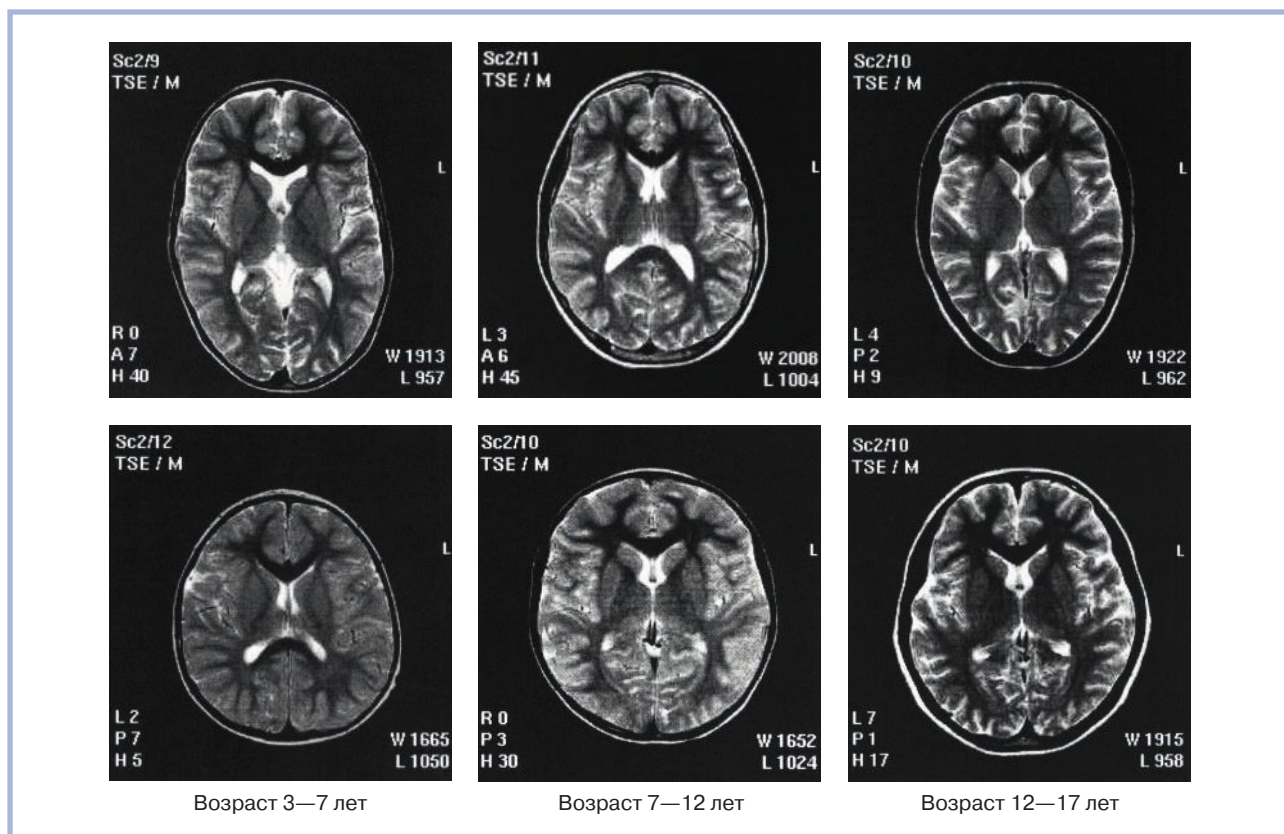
Крайние формы головного мозга на аксиальных магнитно-резонансных томограммах в детском возрасте (из работы С.С. Струковой).
